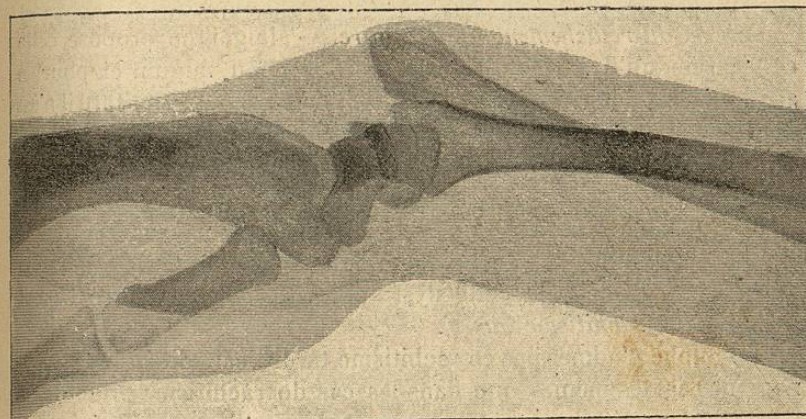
Radiographie d'une subluxation spontanée du radius (in thèse Roget).
